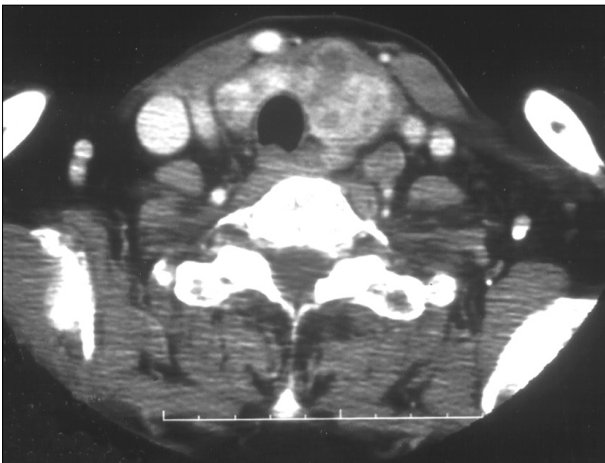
Computed tomography shows heterogenous soft tissue mass in both thyroid lobe.
